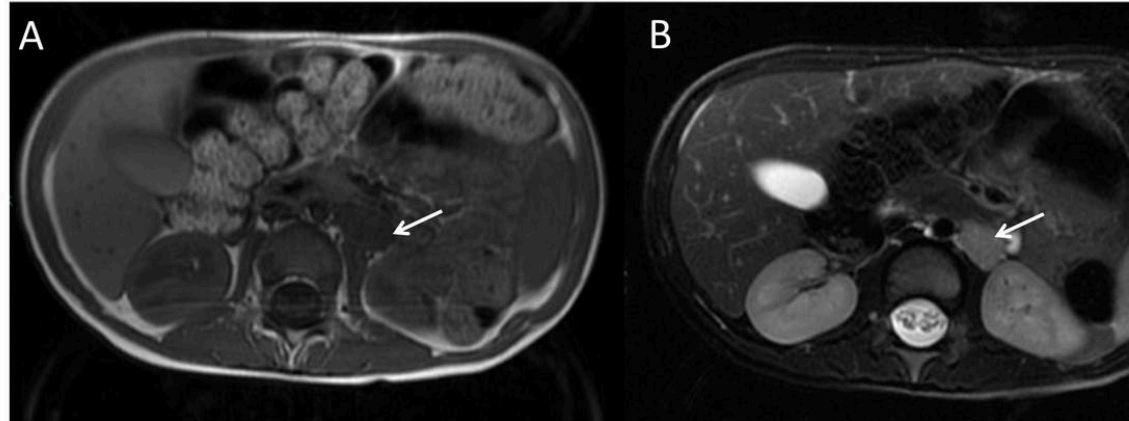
Imágenes de RM. T1 FSE (A) y T2 FSE con supresión grasa (B). Neuroblastoma retroperitoneal paraórtico izquierdo (flechas).
